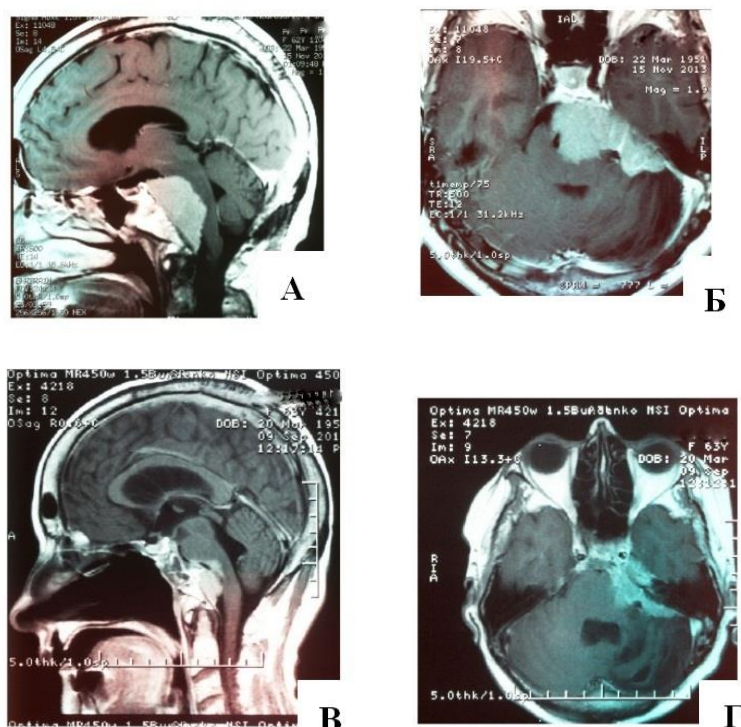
Клиническое наблюдение 2, пациентка П., 63 года, гигантская менингиома области ската и левого мостомозжечкового угла (ранее была попытка удаления опухоли ретросигмовидным доступом) А, Б – МРТ до операции; В, Г – МРТ через 4 мес. после операции: субтотальное удаление опухоли.
